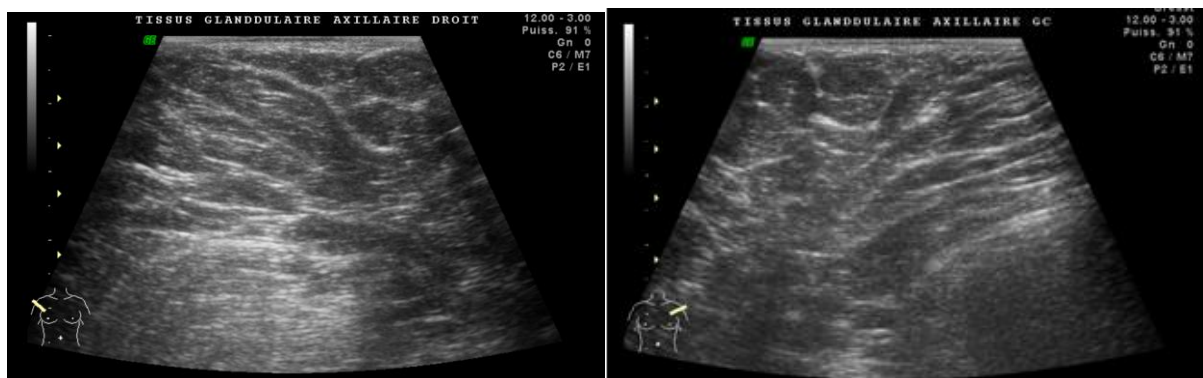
images échographiques : objectivent un tissu fibro-glandulaire axillaire bilatéral
